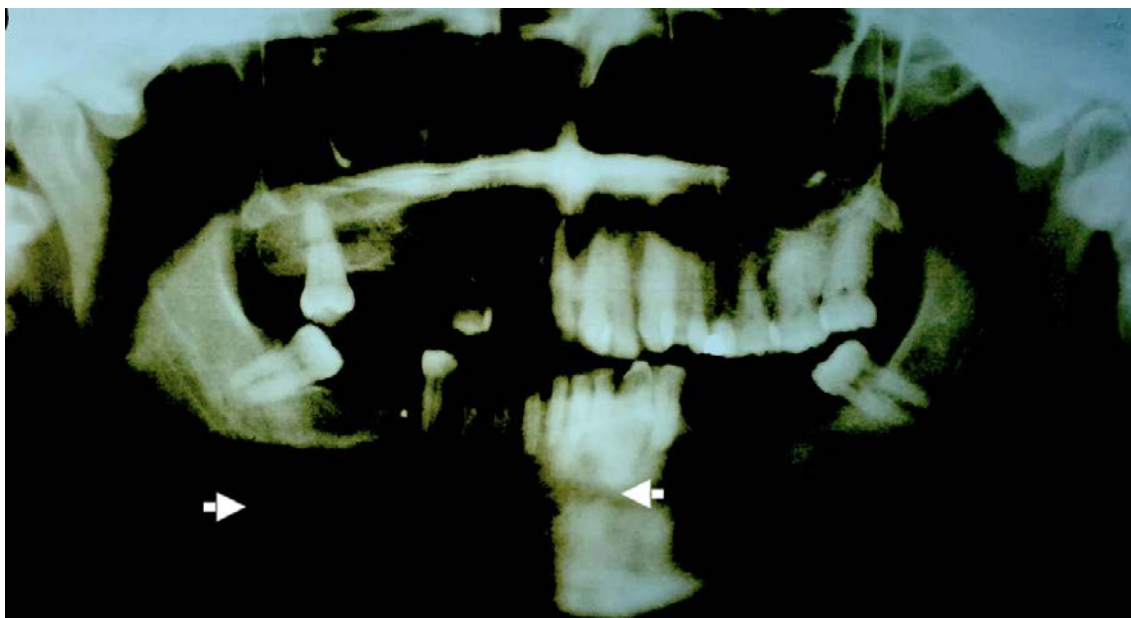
Radiografia Panorâmica dos Maxilares sugerindo lesão radiolúcida multilocular em região anterior de mandíbula e corpo mandibular esquerdo, como delimitado pelas setas.
